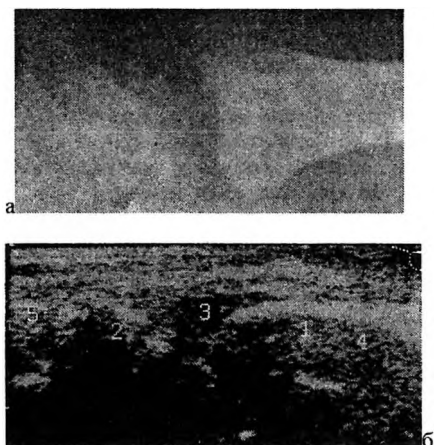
Рентгенограмма(а) и эхограмма(б) медиальной поверхности правого лучезапястного сустава в зоне крепления боковой связки лучезапястного сустава.
